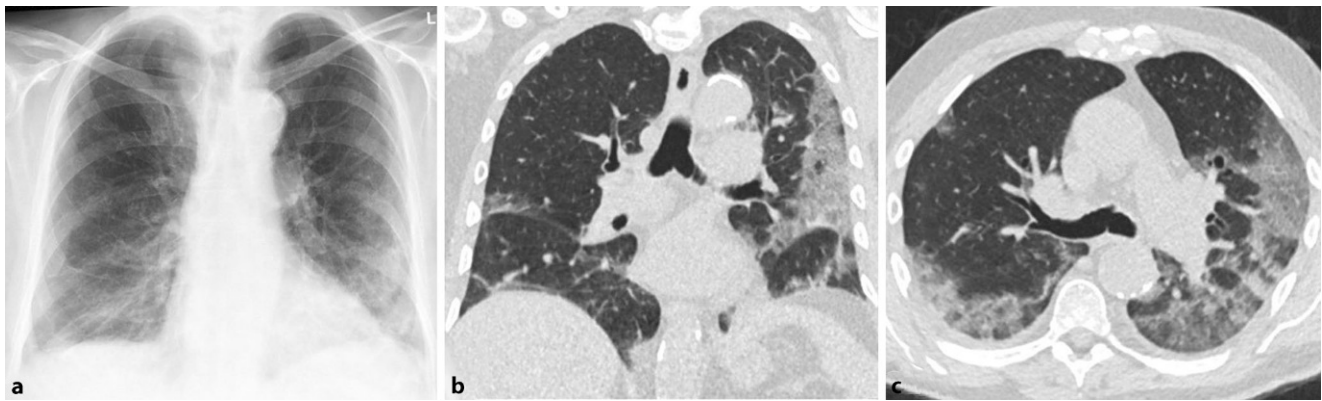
▲ Röntgenbild (a) und CT (b, c) mit typischen Veränderungen bei COVID-19-Pneumonie. Im Röntgenbild zeigen sich flauere Transparenzminderungen beidseits basal und peripher betont. In der CT lassen sich korrelierend insbesondere subpleural Milchglasinfiltrate und Konsolidierungen nachweisen, die zum Teil eine auffällig scharfe Berandung zum angrenzenden Lungenparenchym aufweisen
